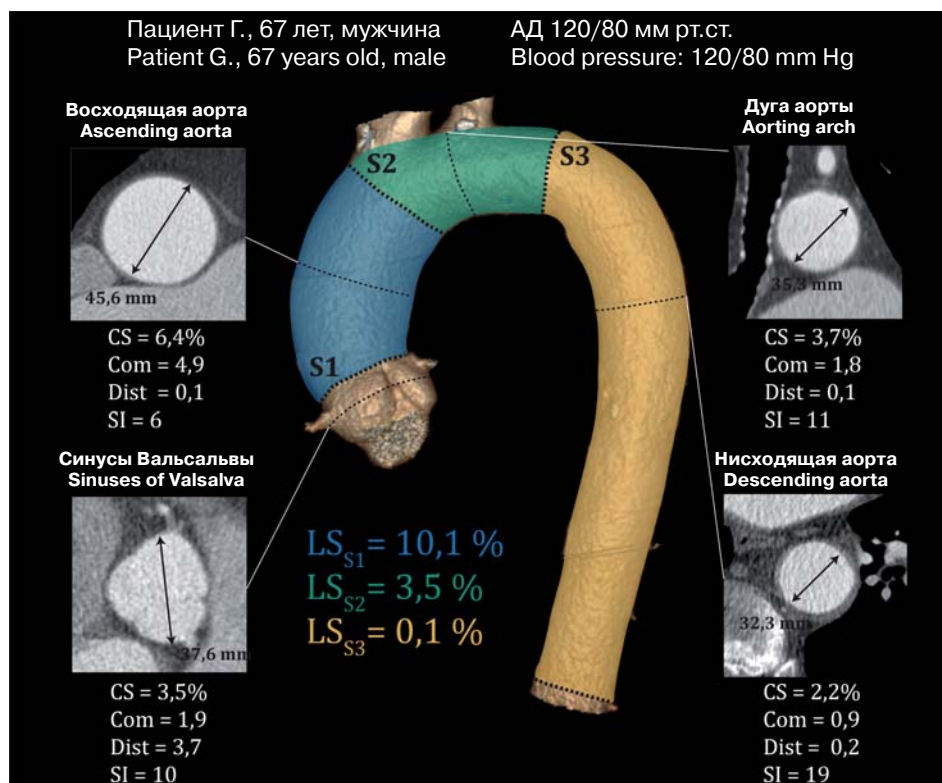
Пример морфометрической обработки МСКТ-изображений грудного отдела аорты с вычислением показателей эластичности аортальной стенки пациента из подгруппы 1а (диаметр восходящей аорты более 40 мм, но менее 50 мм).
